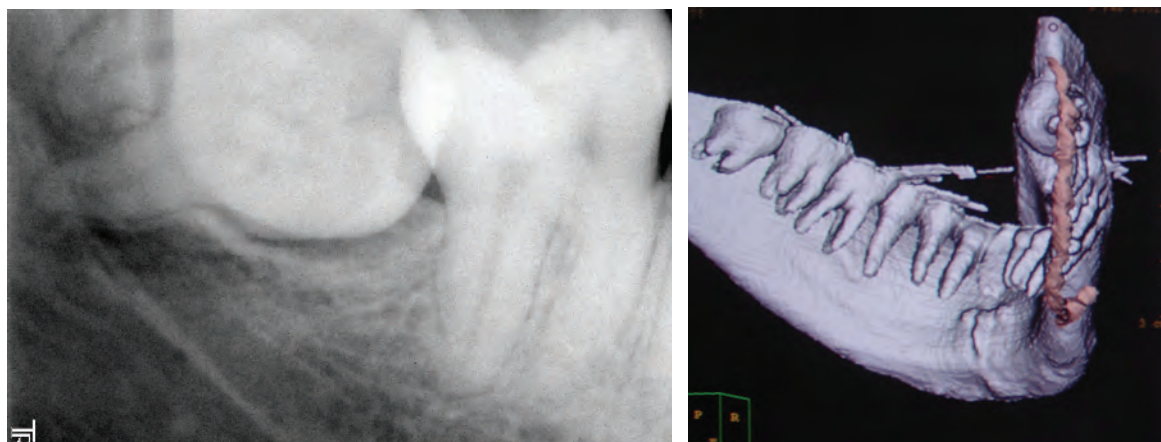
Imagen de una radiografía periapical (a), corroborada con tomografía en 3D (b), donde se observa el nervio dentario inferior entre las raíces.
